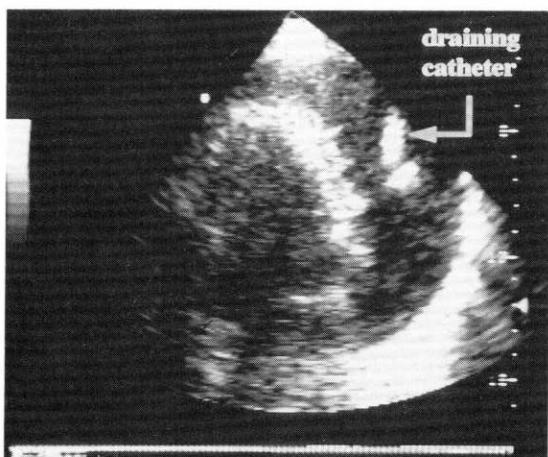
2-dimentional echocardiogram showing the draining catheter within the pericardial sac(arrow).
